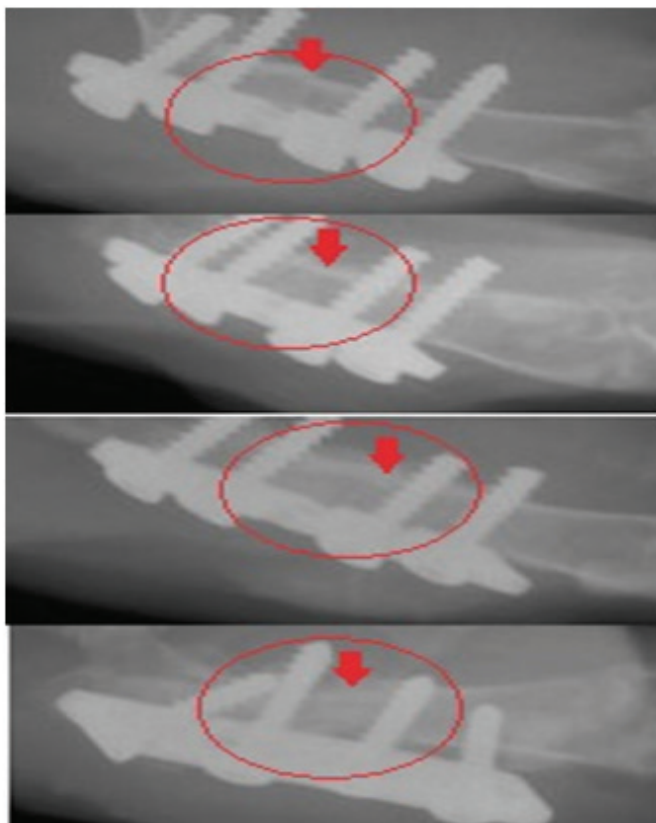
Результаты рентгенографического исследования
